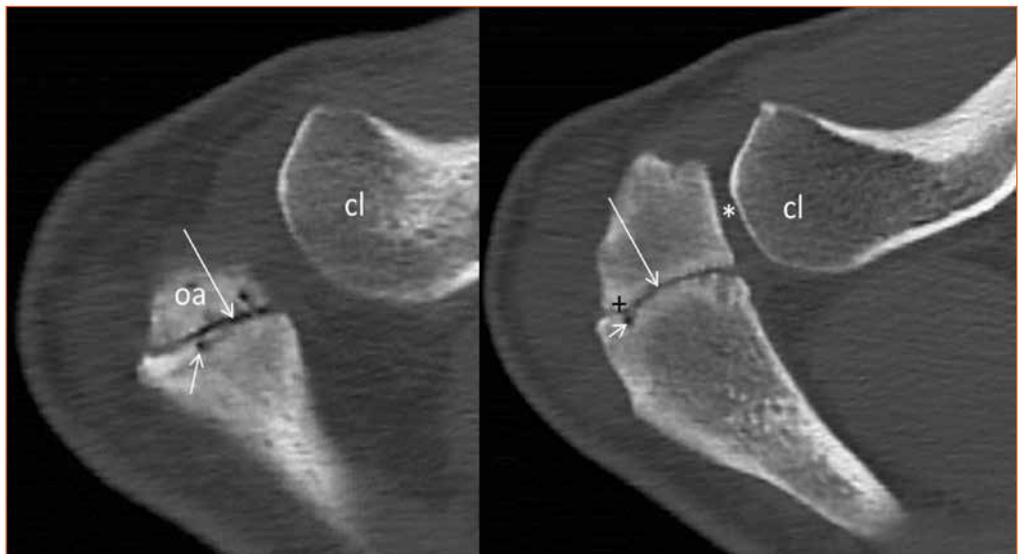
TDM. Coupes axiales passant par la synchondrose. Vide dans la synchondrose et dans les micro-lacunes osseuses sous-jacentes (flèches). Condensation osseuse associée (+) interligne acromioclaviculaire (*).
